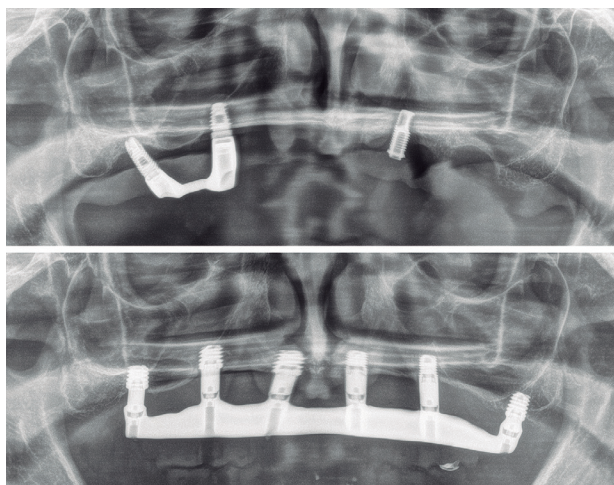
Radiografía panorámica final de la paciente con las prótesis colocadas. El implante en posición 34, a pesar de no ser necesario desde un punto de vista biomecánico, se mantuvo por deseo expreso de la paciente de no retirarlo.
